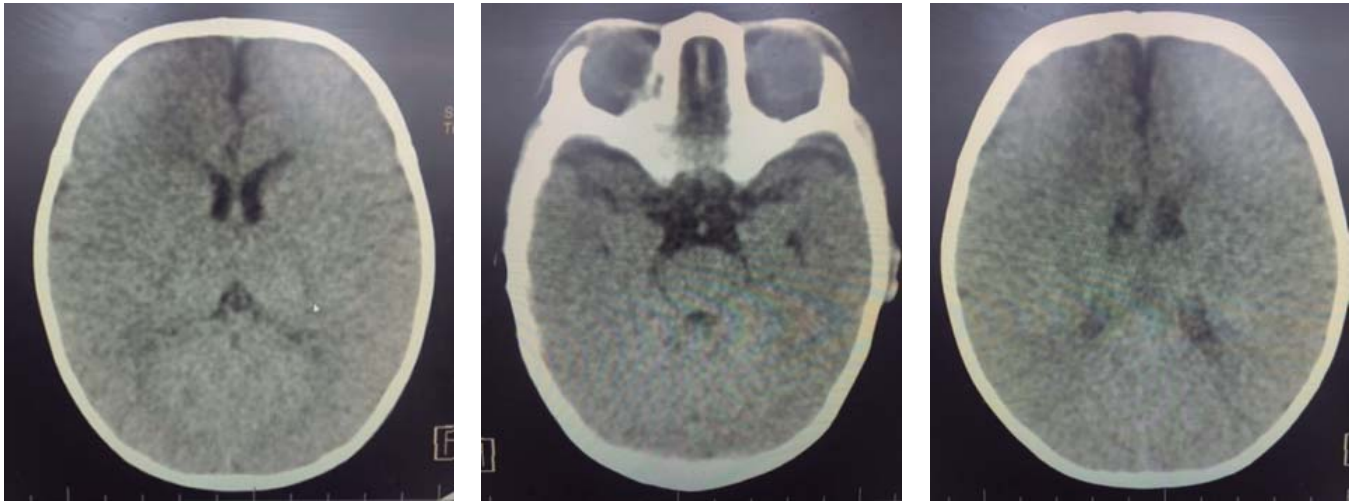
Tomografía de cráneo simple sin alteraciones, no se observan calcificaciones periventriculares.
